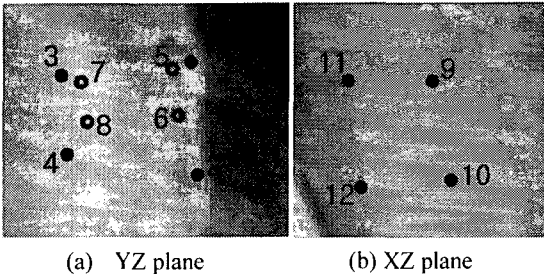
Vertebra digitizing from X-ray image
